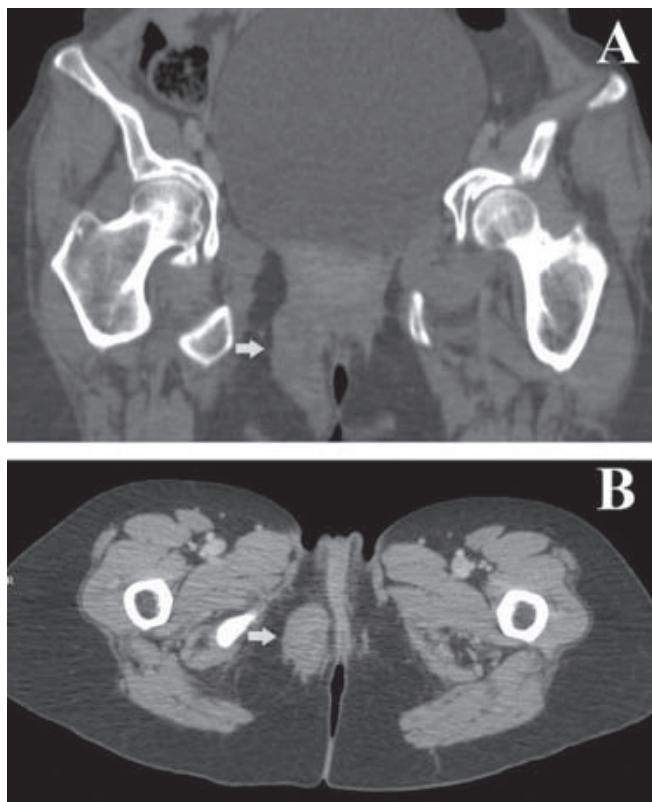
A) Tomografía computarizada coronal. B) Tomografía computarizada axial. En ambas imágenes se puede observar el tumor en la fosa isquiorrectal derecha (flechas).
